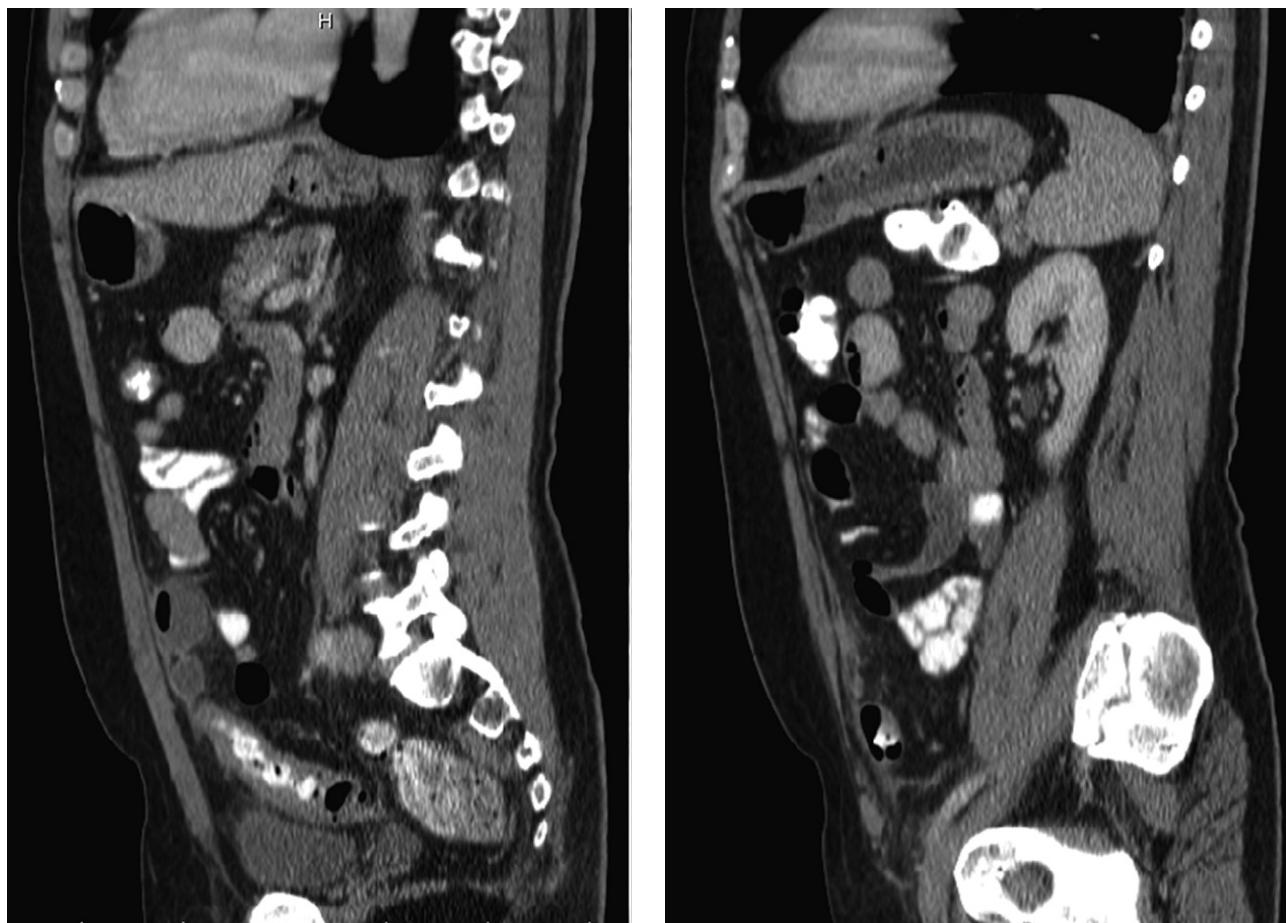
CT irigografia.
